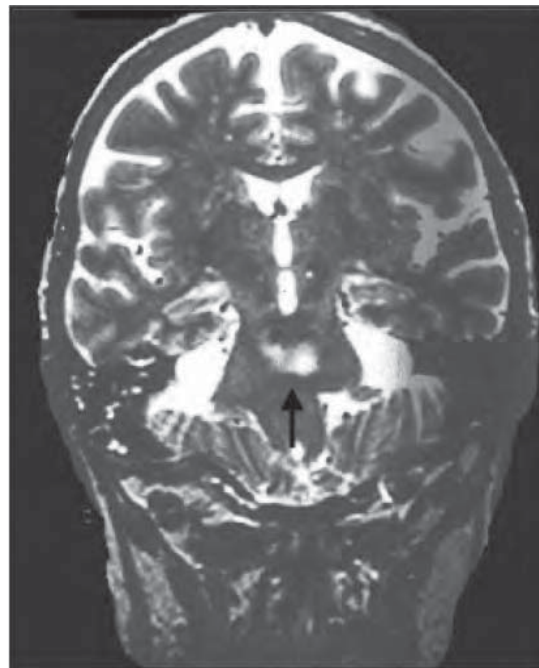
/9.- Resonancia magnética por imágenes. Mielinolisis centropontina.
